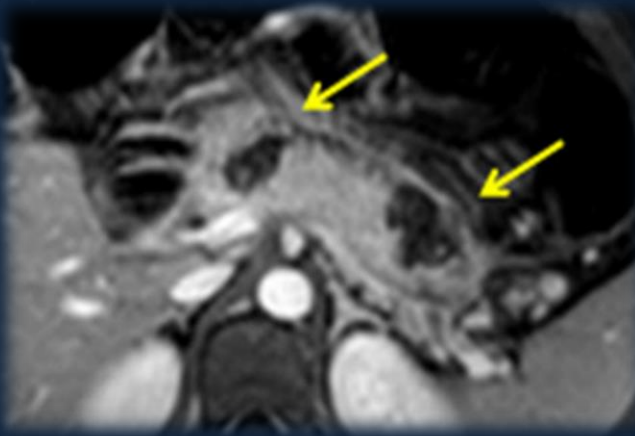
RMN de abdomen con gadolinio corte axial, se visualizan imágenes hipointensas en cuerpo y cola pancreática, que no refuerzan con contraste, compatibles con áreas de necrosis.
